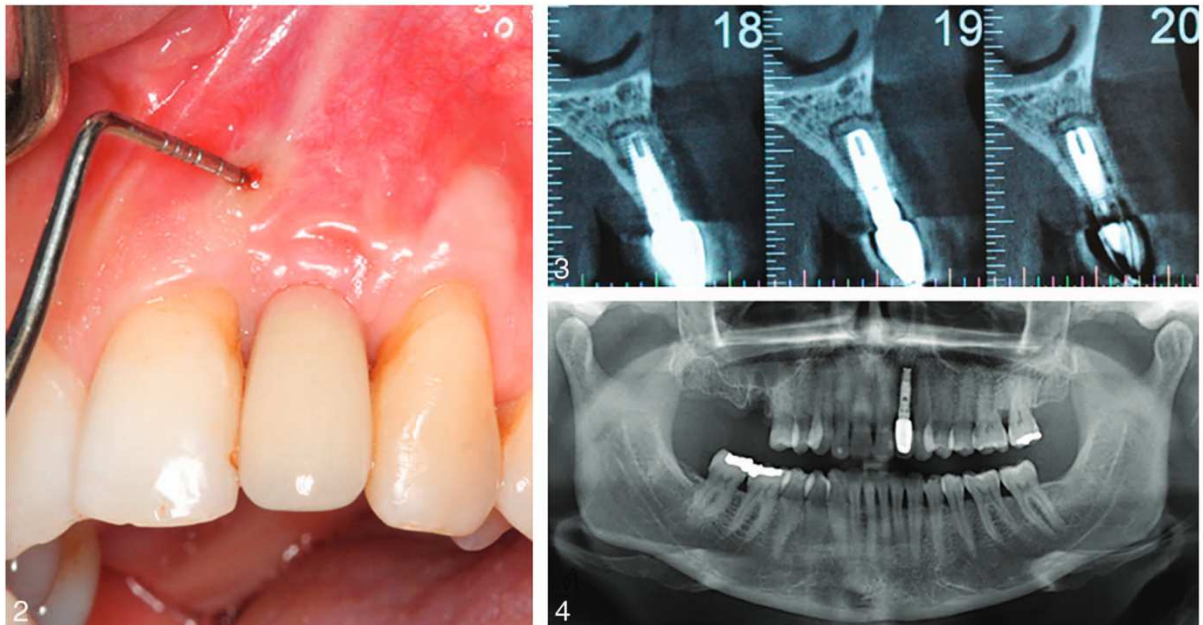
2. Aspecto clínico do trajeto fistuloso na região apical do implante. 3. Imagem de tomografia computadorizada da lesão periapical peri-implantar. 4. Radiografia panorâmica revelou uma área radiotransparente na porção apical do implante. Caso de Kutlu et al. (2016) [48].
